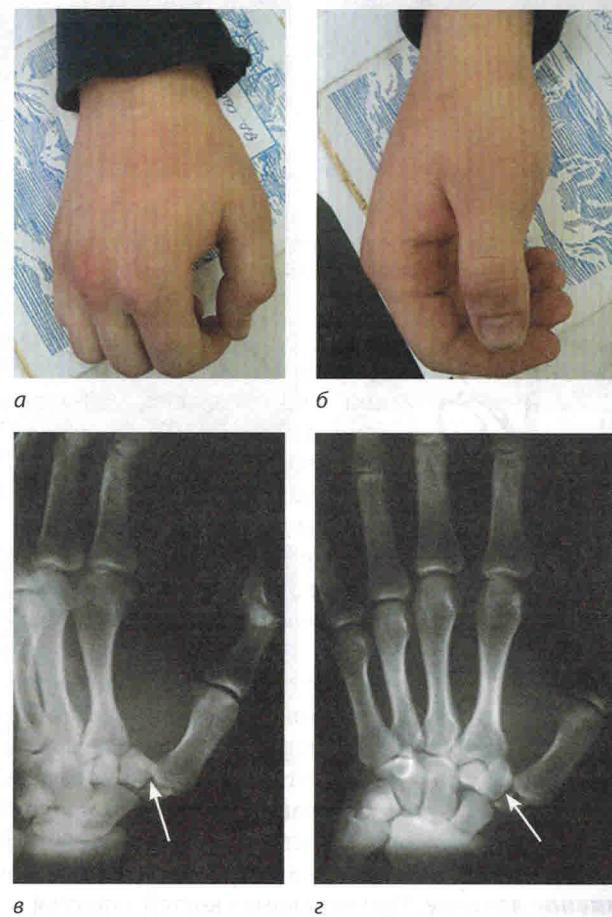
Больной 13 лет получил травму — удар мячом в область I пальца правой кисти: а, б — внешний вид кисти, отек, незначительная деформация на уровне основания I пястной кости; в, г — рентгенограммы кисти в боковой и прямой проекциях, определяется перелом кости-трапеции (обозначен стрелкой), дислокация первой пястной кости
